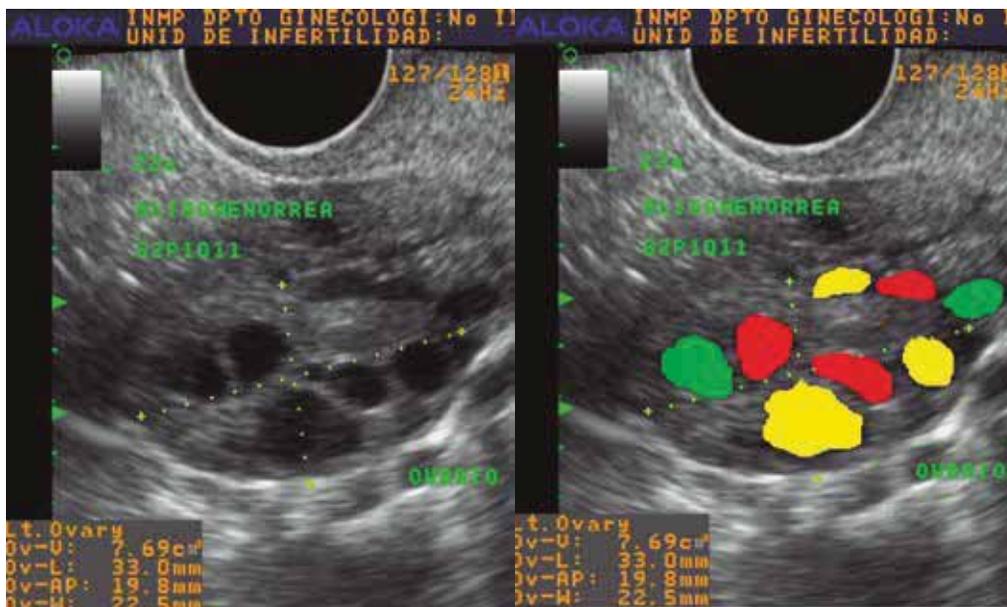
Recuento de folículos antrales por ecografía.
